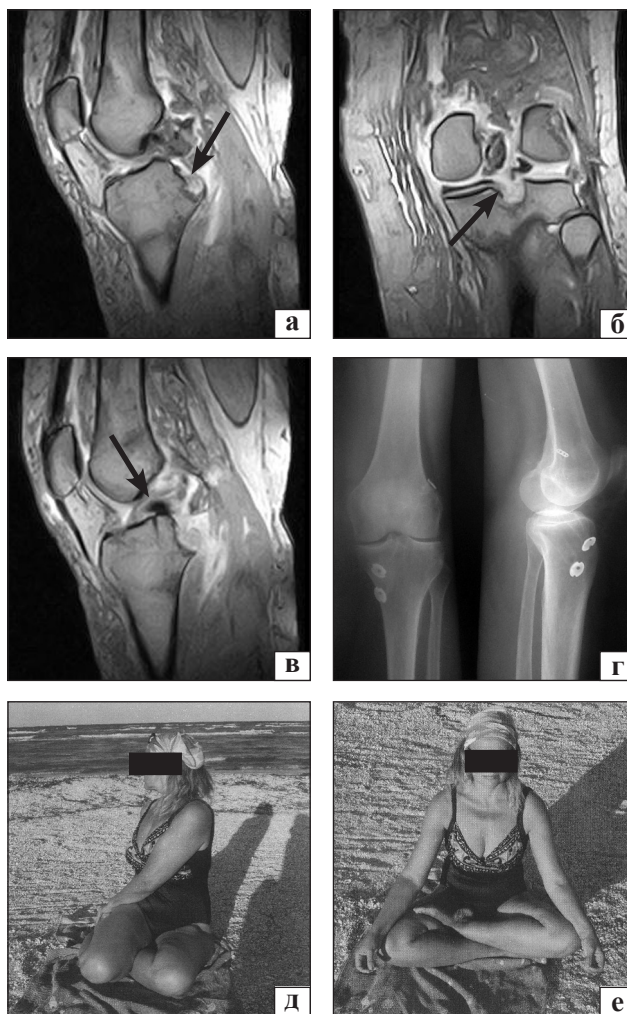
Пациентка, 42 года, вывих голени вследствие травмы вправлен на месте происшествия: МРТ-сканы повреждения ПКС и ЗКС (а, б, в); рентгенограммы и функциональный результат (г, д, е) через 3 года после операции (ПКС восстановлена трансплантатом ВТВ с фиксацией пластиной Endobutton в бедренной кости и титановой шайбой в большеберцовой, ЗКС восстановлена трансплантатом STG с фиксацией интерферирующими винтами и дополнительно титановой пуговницей в большеберцовой кости)
